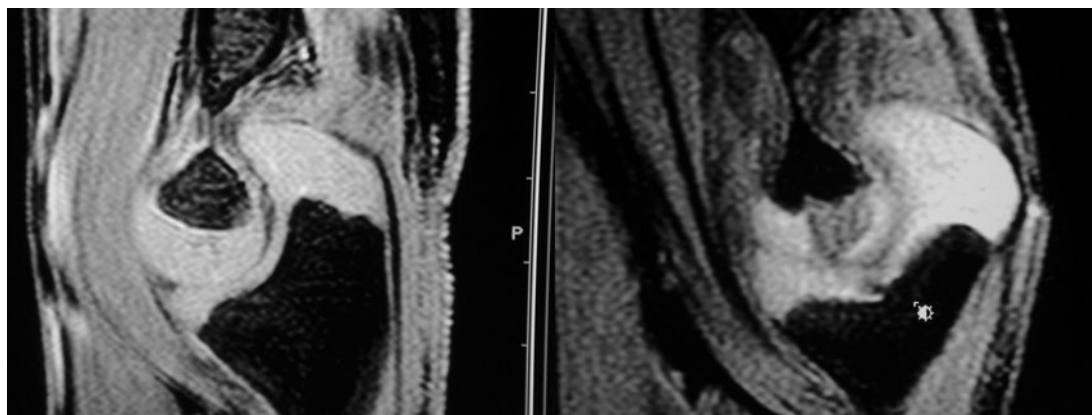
МРТ-срез, показывающий количество хрящевой ткани в локтевом суставе и интимное взаимоотношение зон прикрепления мягких тканей и дистального отдела плеча.
